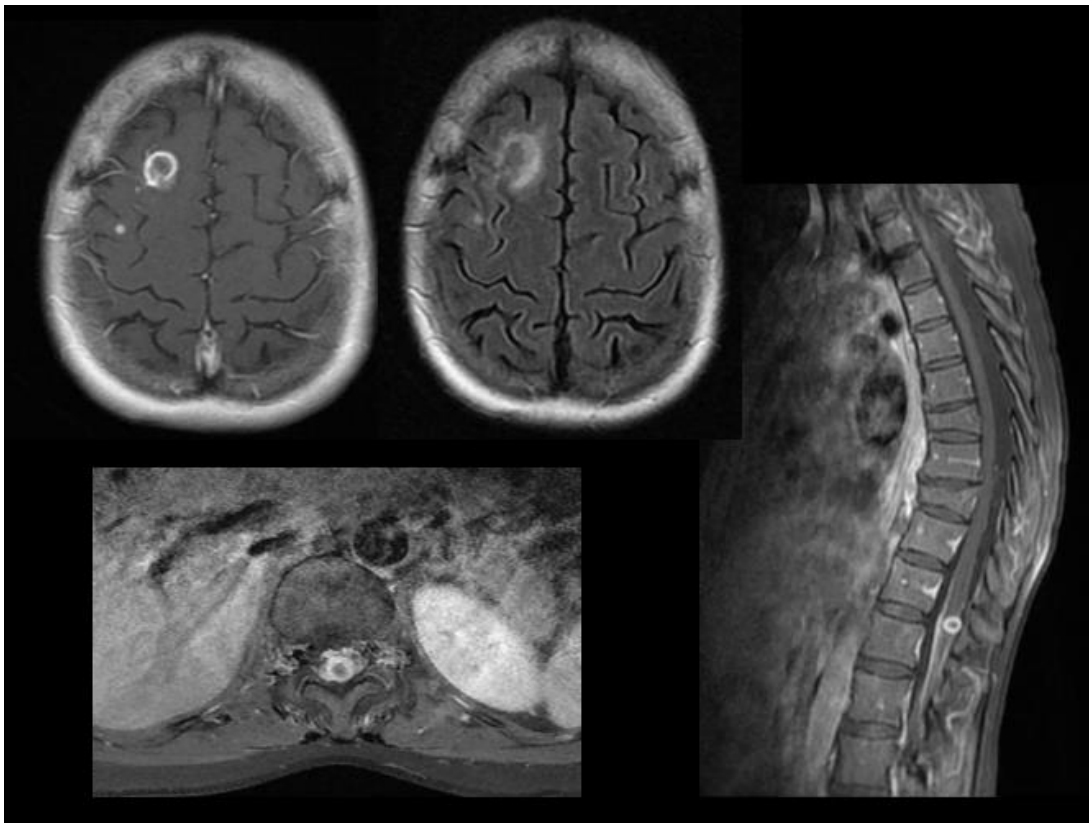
Ressonância magnética de crânio e coluna torácica
